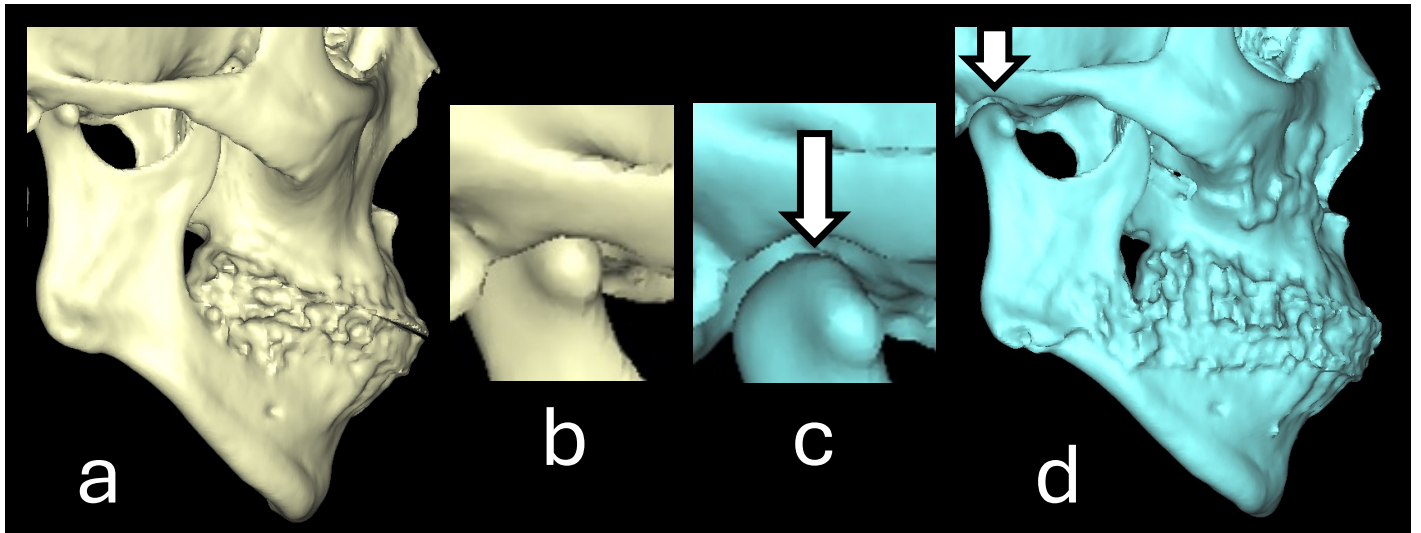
コンダイラーサグ発生症例における術前（a, b）および術直後（c, d）の三次元 CT 像
